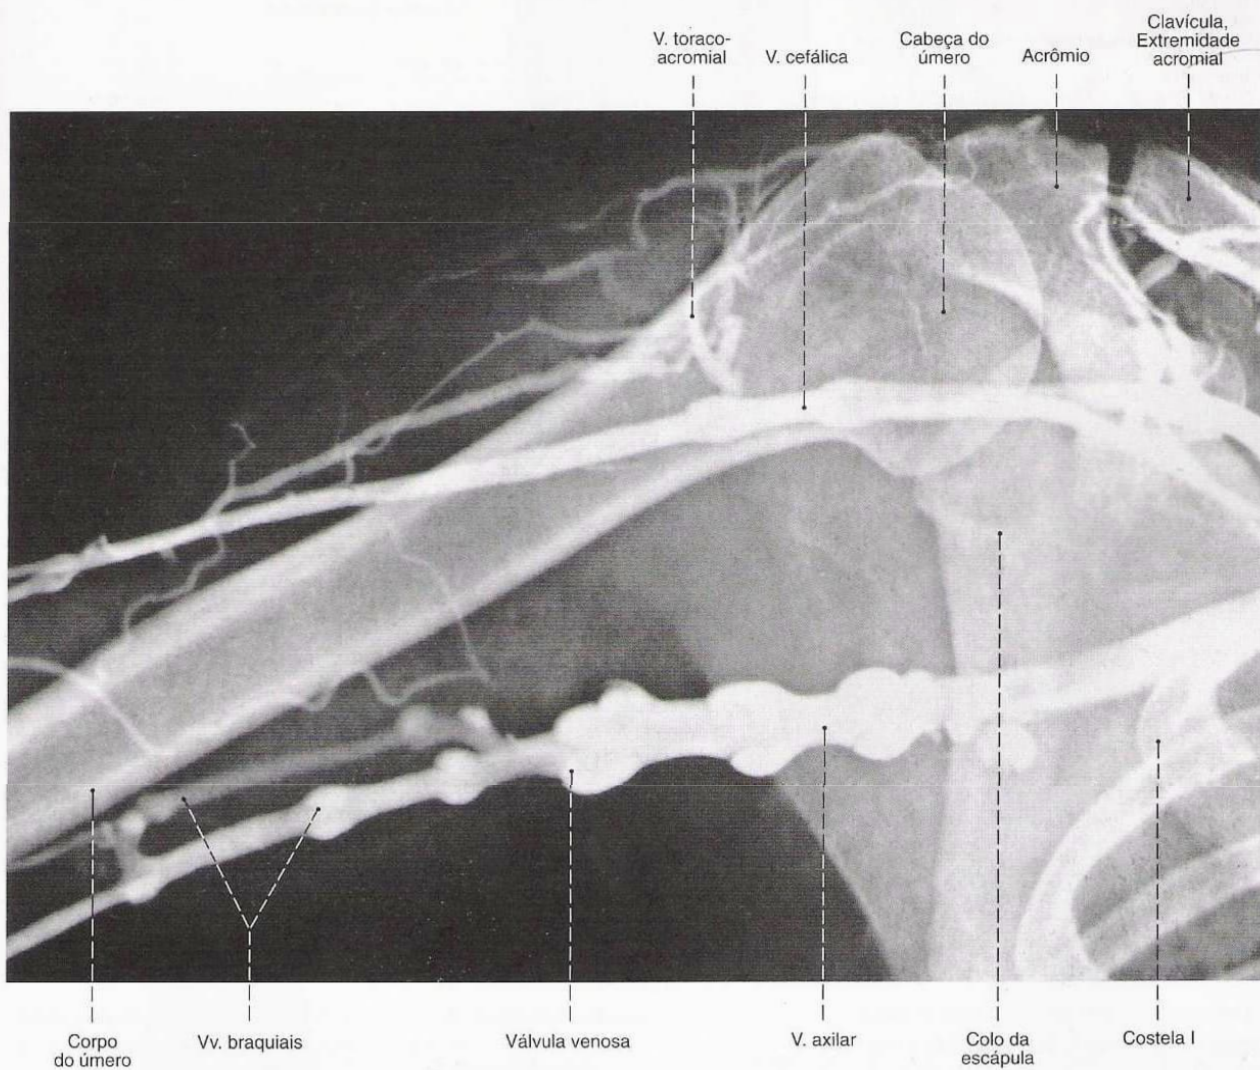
Radiografia AP (venograma, flebograma) das Vv. braquial, axilar e cefálica e algumas de suas raízes. Sobreretudo na região da V. axilar podem ser observados distintamente os segmentos de válvulas.
